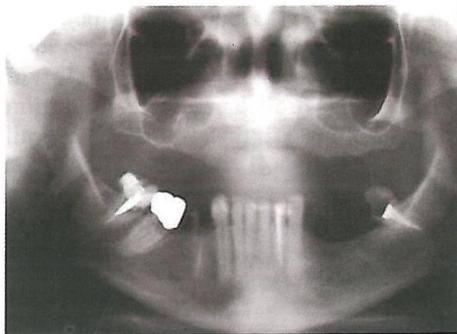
Radiografia panorâmica, mostrando pneumatização bilateral em paciente edêntulo em maxila.
